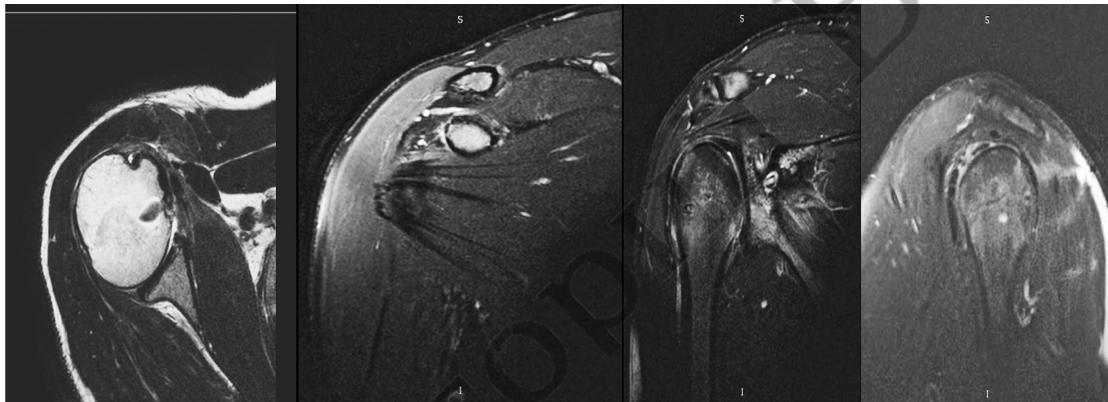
МРТ через 3 месяца (описание в тексте)
